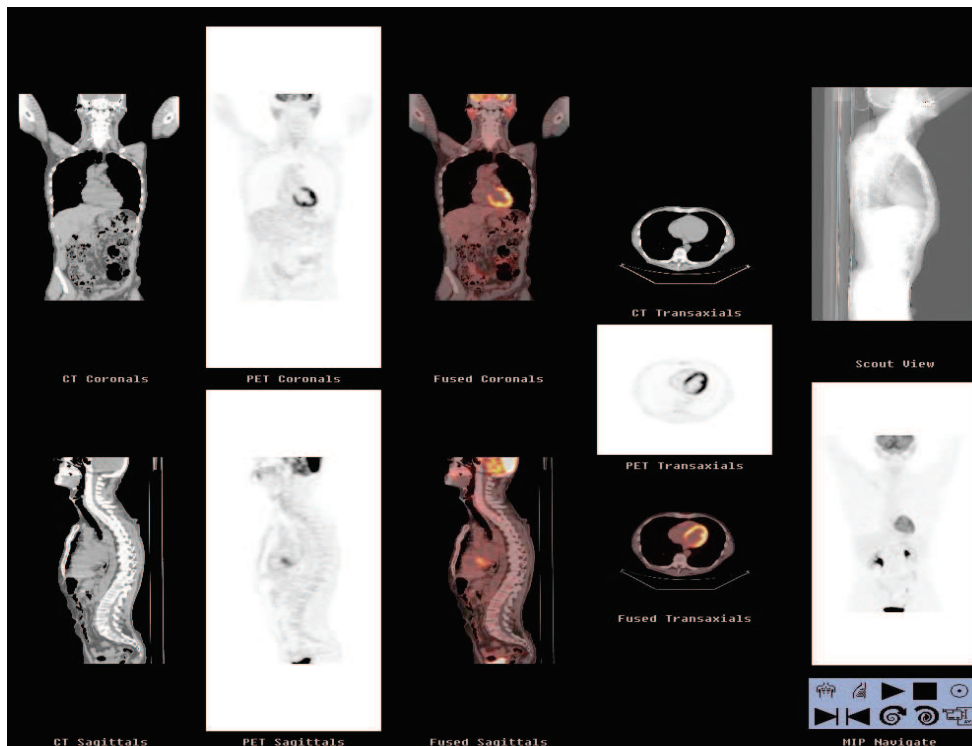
Fusione PET/TC Applicazione Volumetrix per PET/TC
